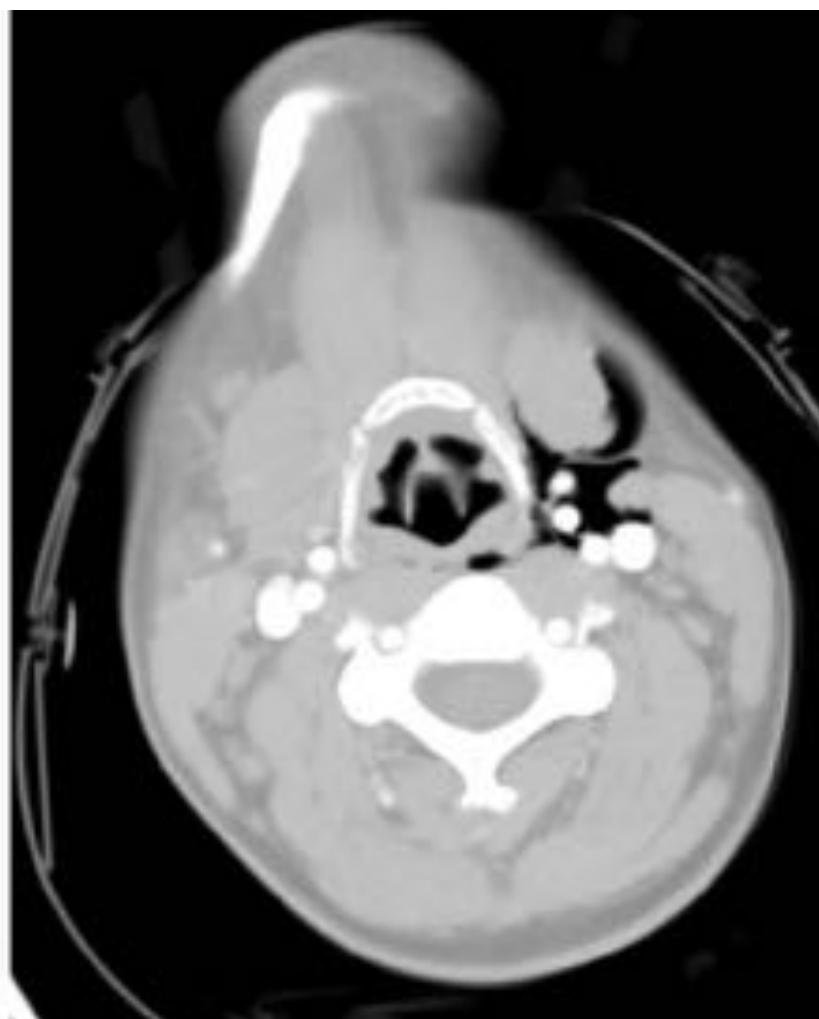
TC de cuello corte axial. Paciente de 20 años que se precipita desde un tercer piso produciéndose entre otras patologías traumáticas un neumomediastino con disección de planos cervicales izquierdos hasta región submandibular.
